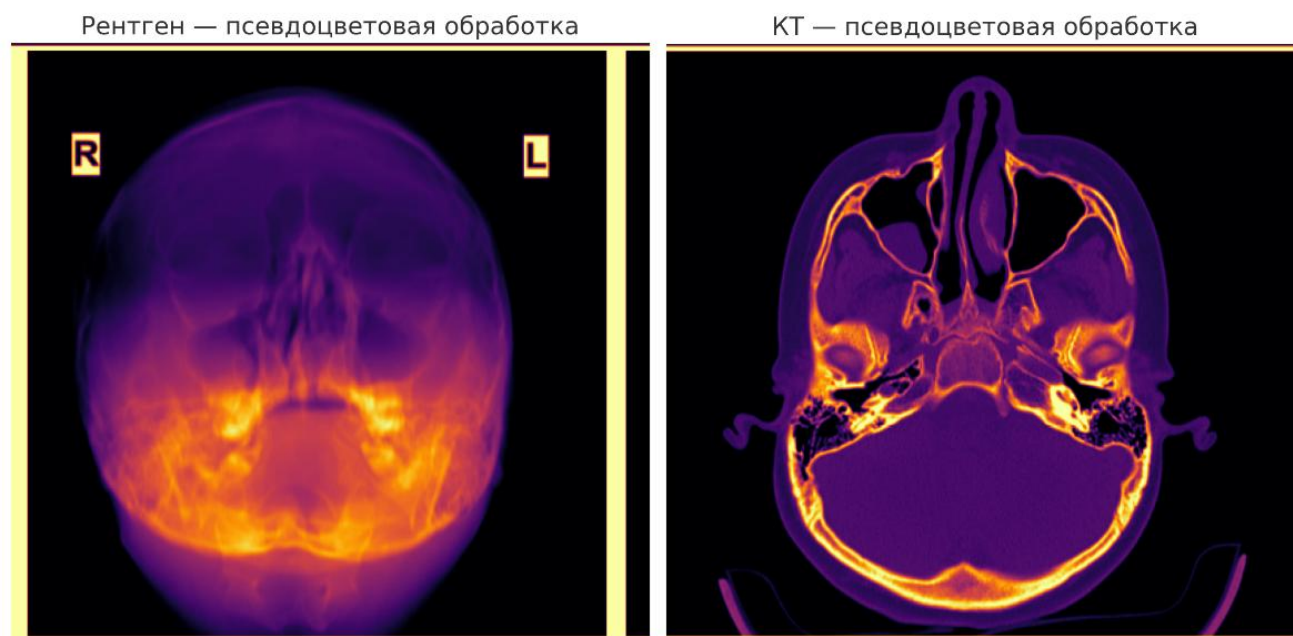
Псевдоцветовая (тепловая) обработка. Рентген (слева): усилились контрастные переходы, кости подсвечены более яркими оттенками, мягкие ткани выделены тёмными зонами. Это облегчает визуальное восприятие границ пазух. КТ (справа): кости и плотные структуры «засвечены» жёлто-оранжевым, а менее плотные ткани и пазухи выделены фиолетово-синим. Такой подход часто используется для быстрой оценки патологических очагов и сегментации в PACS-системах
